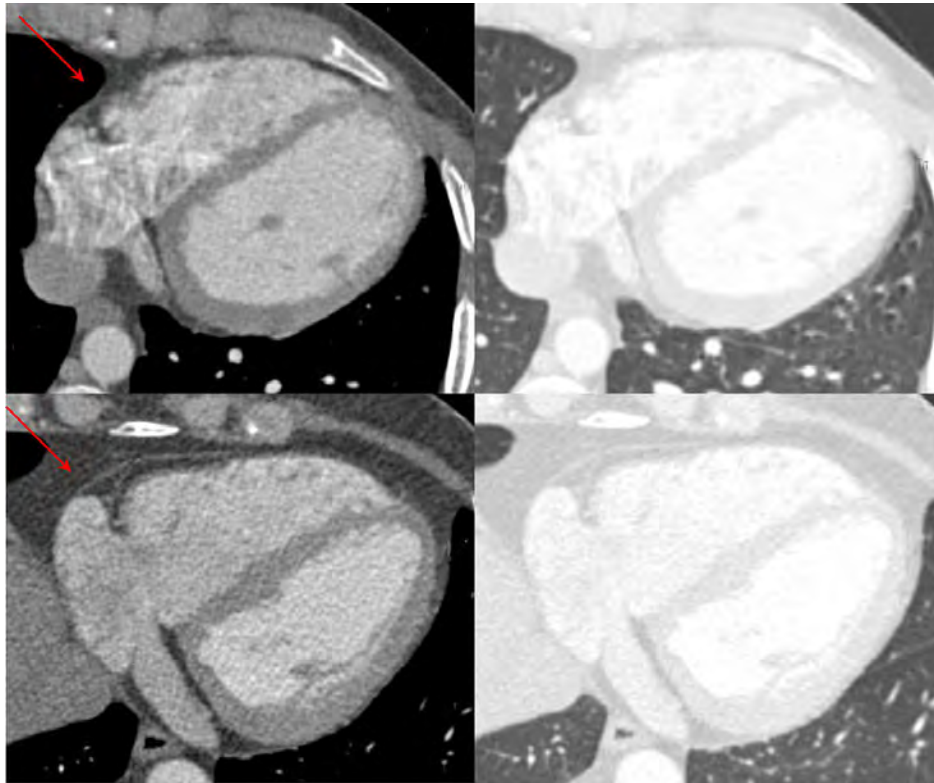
CT 图像表现。上方左右两图来自先天性心包缺损患者。肺组织特征性交错见于右侧(红箭头)和左侧房室沟。下方两图来自心包完整而没有上述表现的患者。
